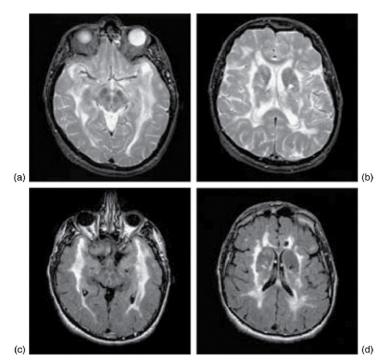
CADASIL : IRM montrant une leucoencéphalopathie diffuse avec notamment atteinte des pointes temporales et des infarctus multiples d'allure lacunaire.
